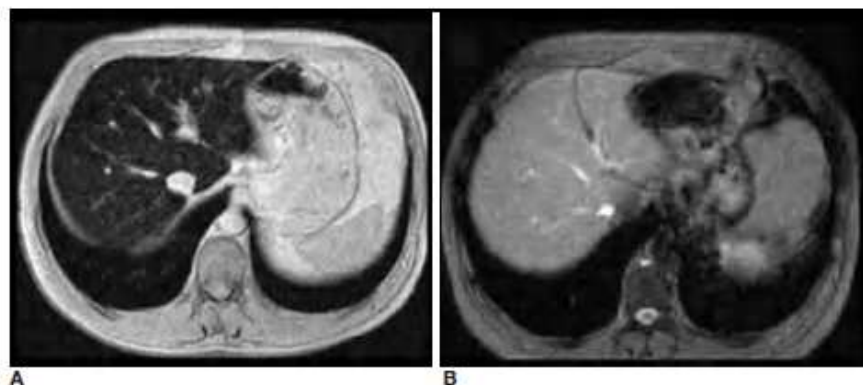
A: Imagen de RM en paciente con HH. Importante reducción de la intensidad de señal del hígado en relación con la alta sobrecarga férrica; B: tras un tratamiento prolongado con sangrías, normalización de la señal (83).
